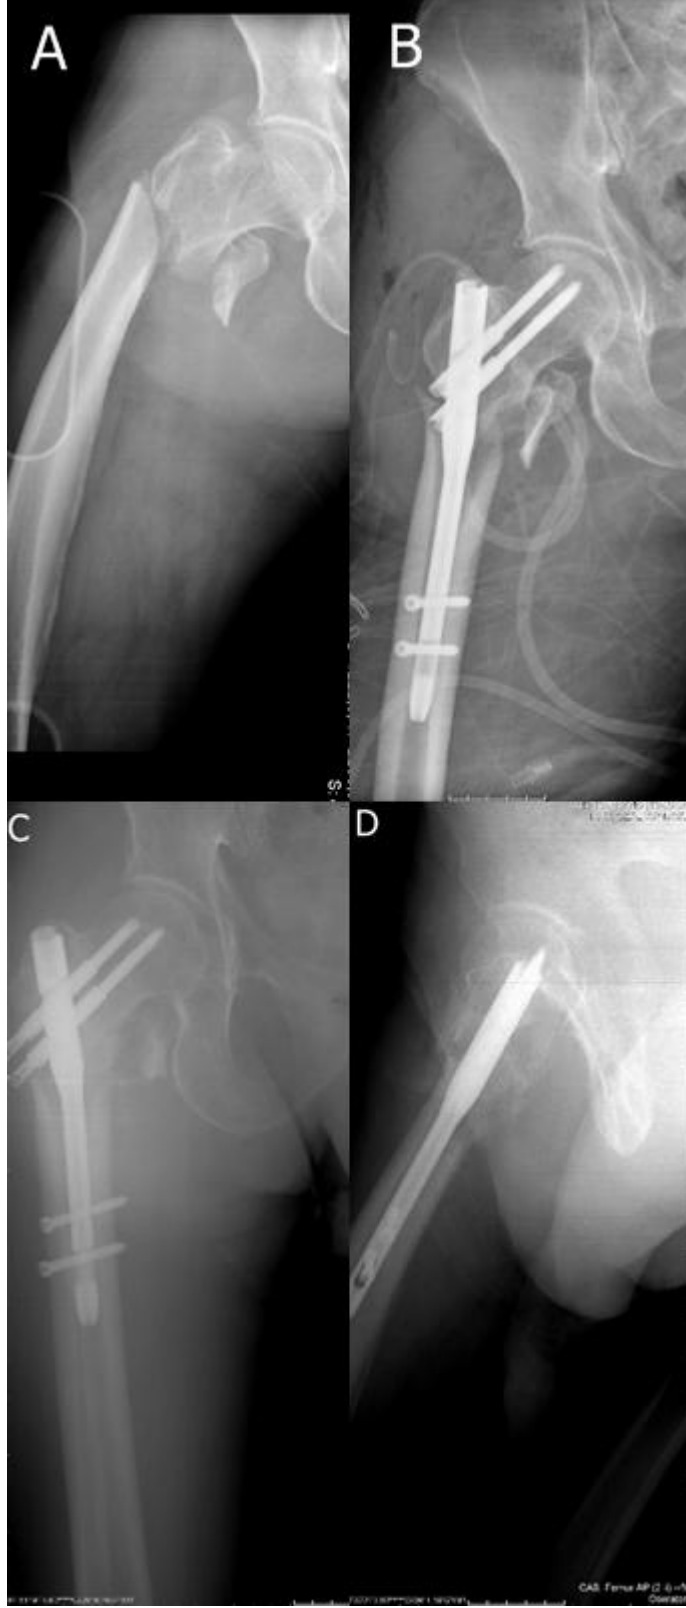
Preop sağ kalça AP röntgen(A), Postop 1. Gün AP ve Yan Grafiler(B,C), Postop 3. Ay AP ve Yan Grafiler (D,E)
